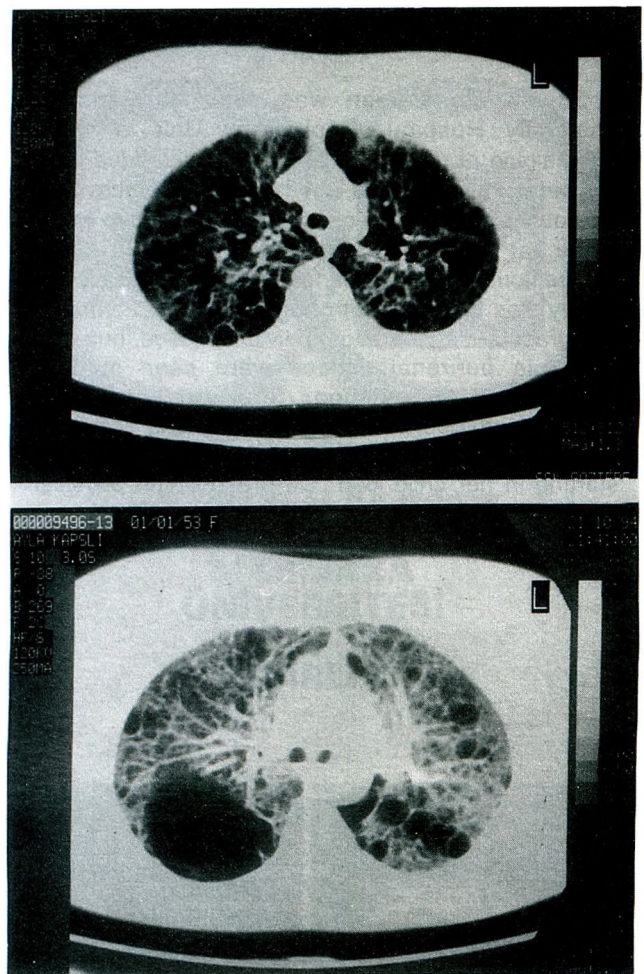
CT scan of the thorax, showing multiple, thin-walled different sized cysts distributed in both lungs, and a big cyst on right side.
